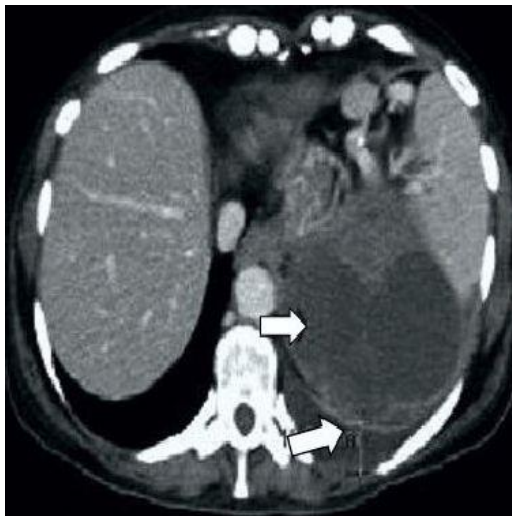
Tomografía toraco-abdominal. Las flechas señalan la tumoración de origen pélvico que desplaza las asas intestinales
